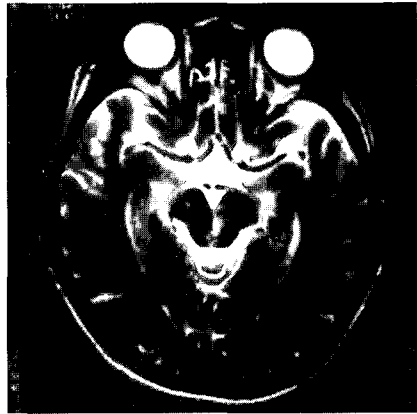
T2-weighted axial brain MRI showing infarction at mid brain.
